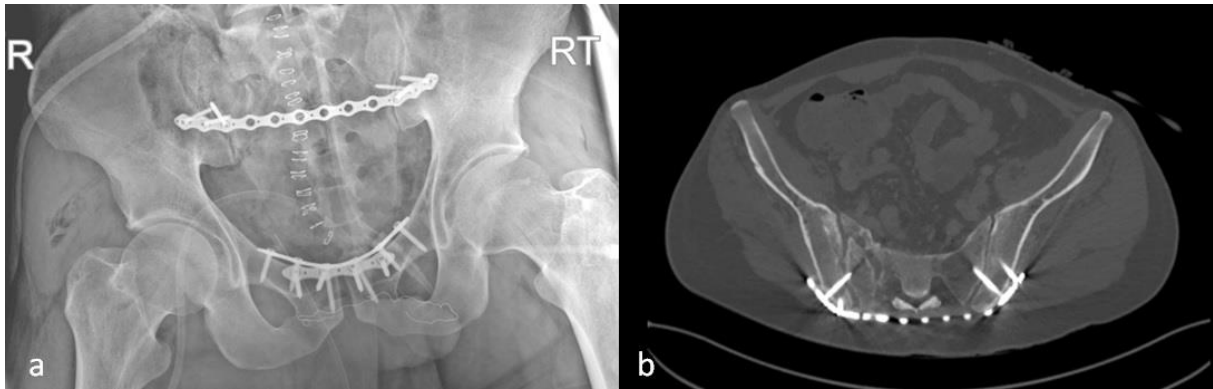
a. Postoperative AP x-ray of the patient b. Postoperative pelvic CT axial view of the patient
